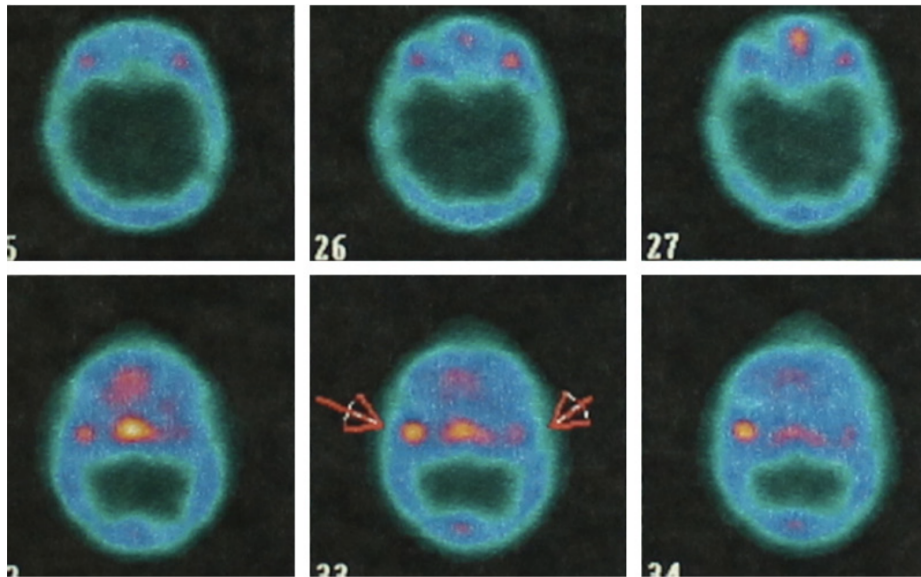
(21): Image obtenue par SPECT montrant une plus grande captation de l'isotope au niveau du condyle gauche pathologique, représentée par une intensité de rouge plus marquée.
